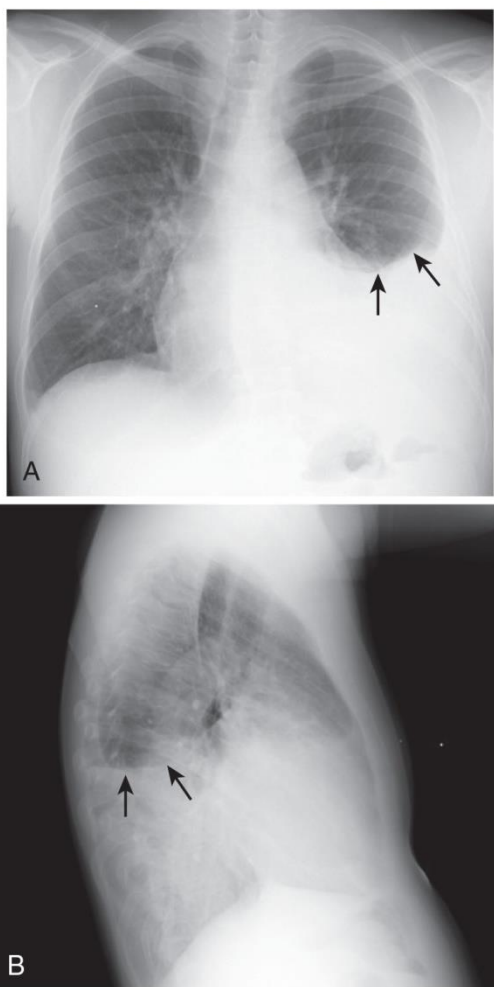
Left-sided pleural effusion seen on A, posteroanterior and B, lateral radiographs. The meniscus can be visualized on both views (*arrows*).
